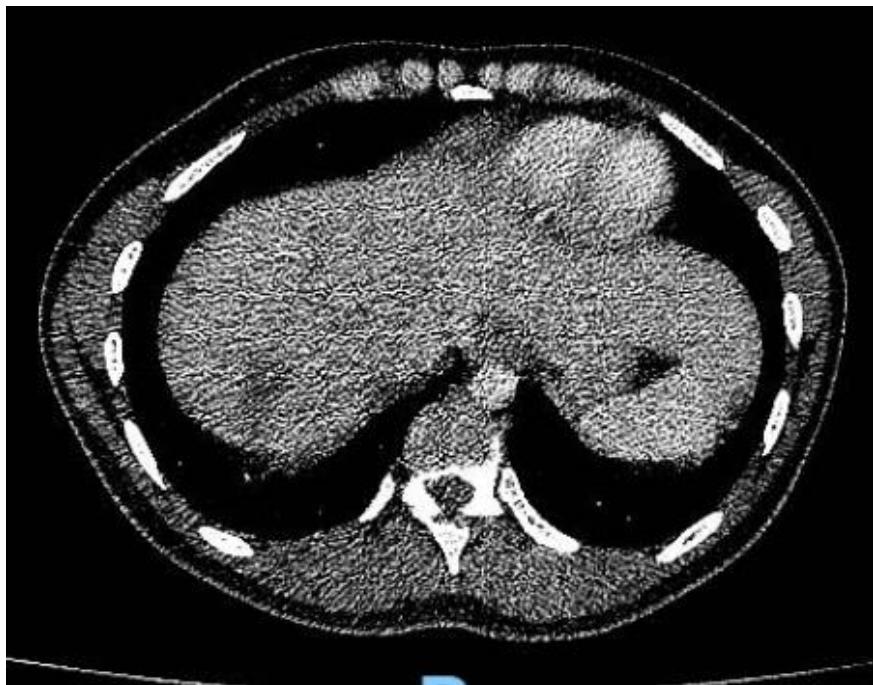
TC abdomen (corte a nivel superior) post-tto
